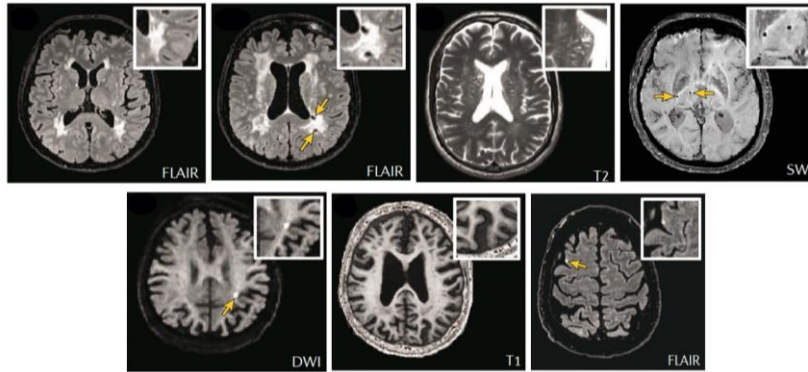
Lesions vasculars produïdes per la malaltia de petit vas detectables per MRI. Extret de Ter Telgte A et al., 2018.
